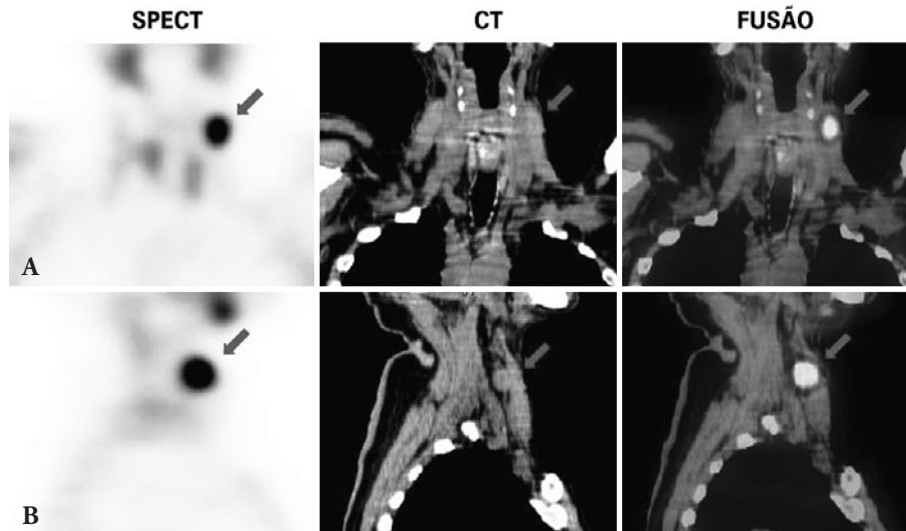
Cintilografia com imagens tomográficas (SPECT/CT) da região cervical/torácica nos planos: (A) Coronal; (B) Sagital.
